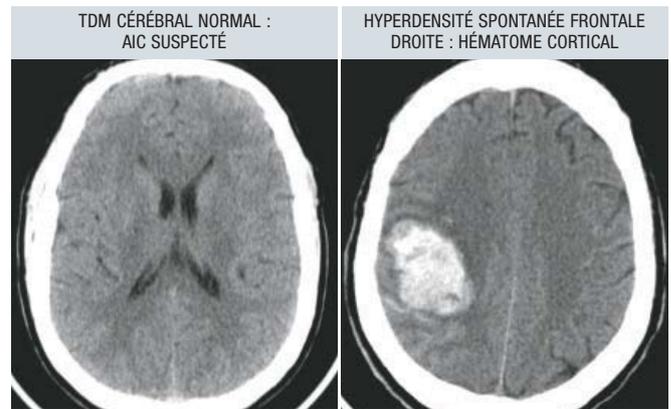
TDM cérébral d'AIC : hypodensité et hémorragie cérébrale : hyperdensité spontanée.
